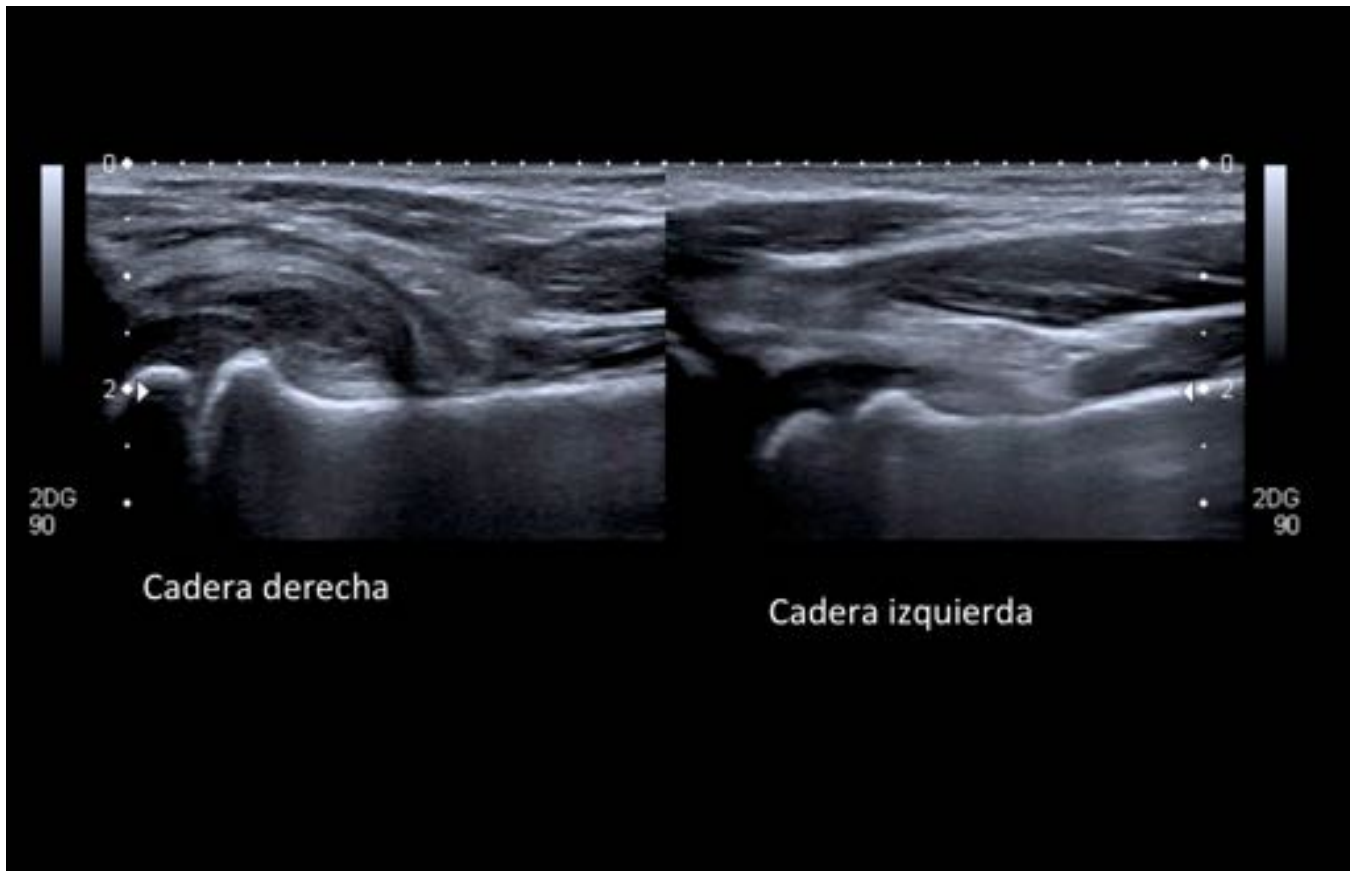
Sinovitis transitoria. Niña de 14 meses, cojera dcha de 12 días de evolución y en los últimos días fiebre y cuadro catarral. En la ecografía se aprecia engrosamiento sinovial y derrame de alta ecogenicidad. Durante su ingreso se le pauta antibioterapia y antiinflamatorios con resolución de la sintomatología.
